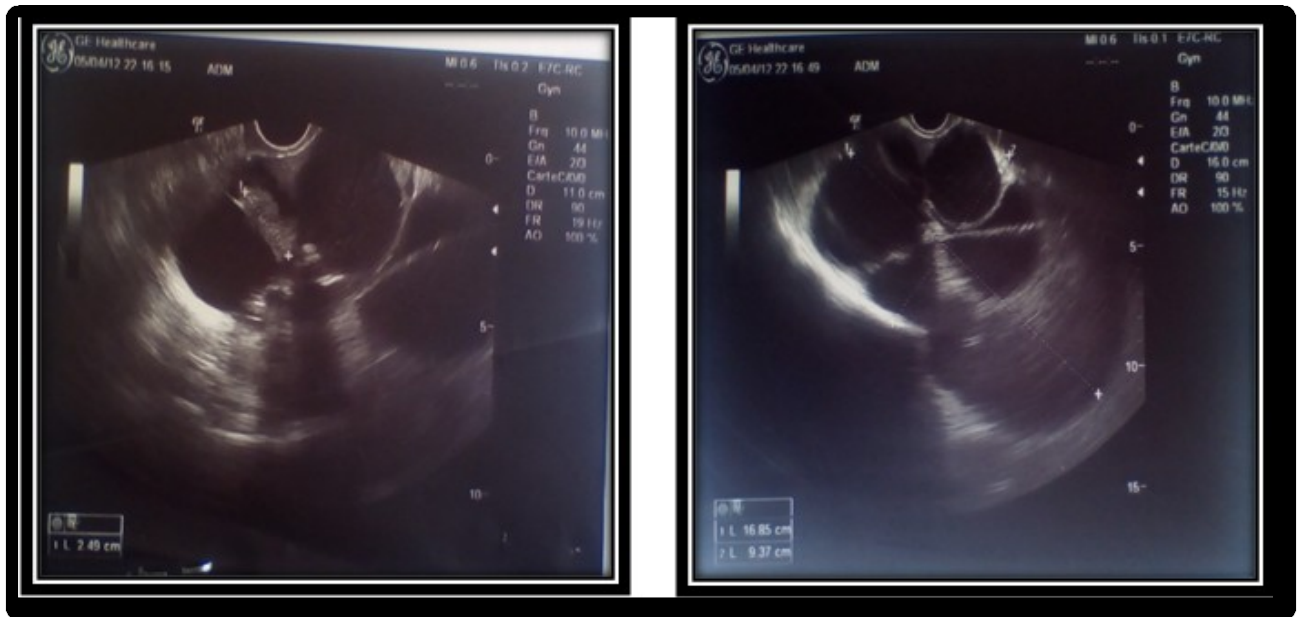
Cas N° 1:images échographiques d'un cystadénome séreux borderline. C'est une image hypo échogène prenant tout l'écran, latéralisée à droite de 16,8/9,3cm multiloculaire.
